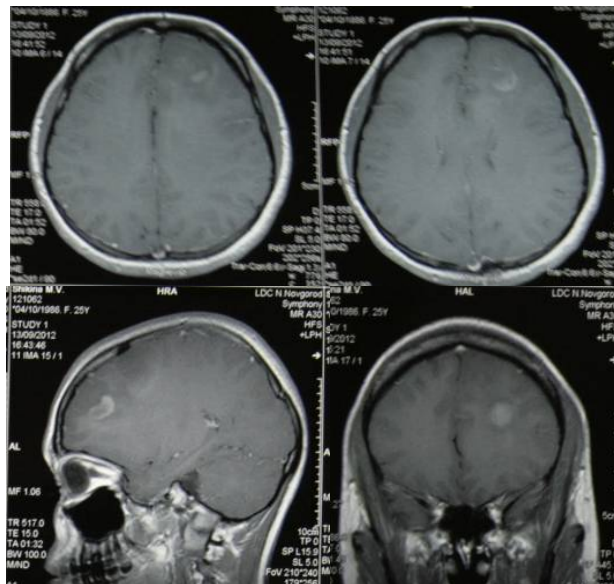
МРТ больной Ш. от 13.09.12. Опухоль лобной области справа, умеренный перитуморальный отек, смещение срединных структур 0,4 см.
